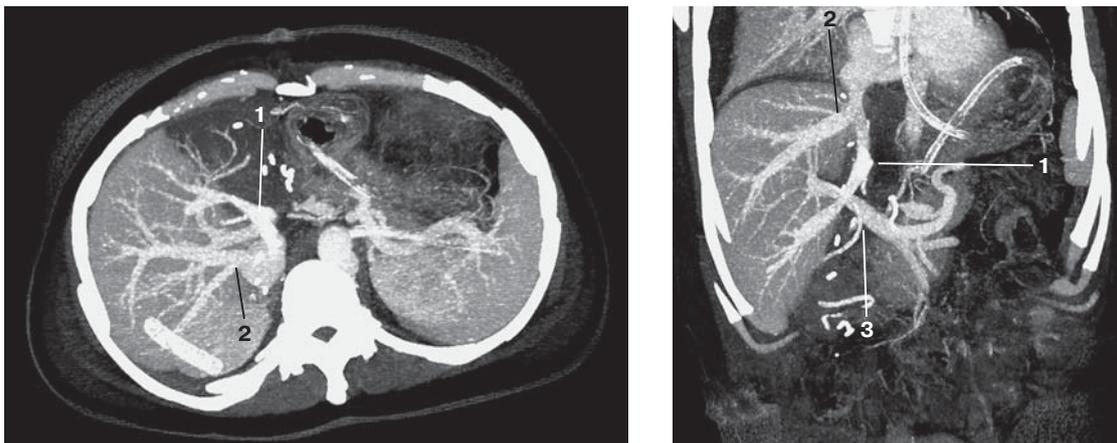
Компьютерная томограмма. Двенадцатые сутки после ретрансплантации правой доли печени от живого родственного донора. Режим MIP. 1 – аутовенозный трансплантат от SV в нижнюю полую вену; 2 – гепатикокавальный анастомоз; 3 – воротная вена.
